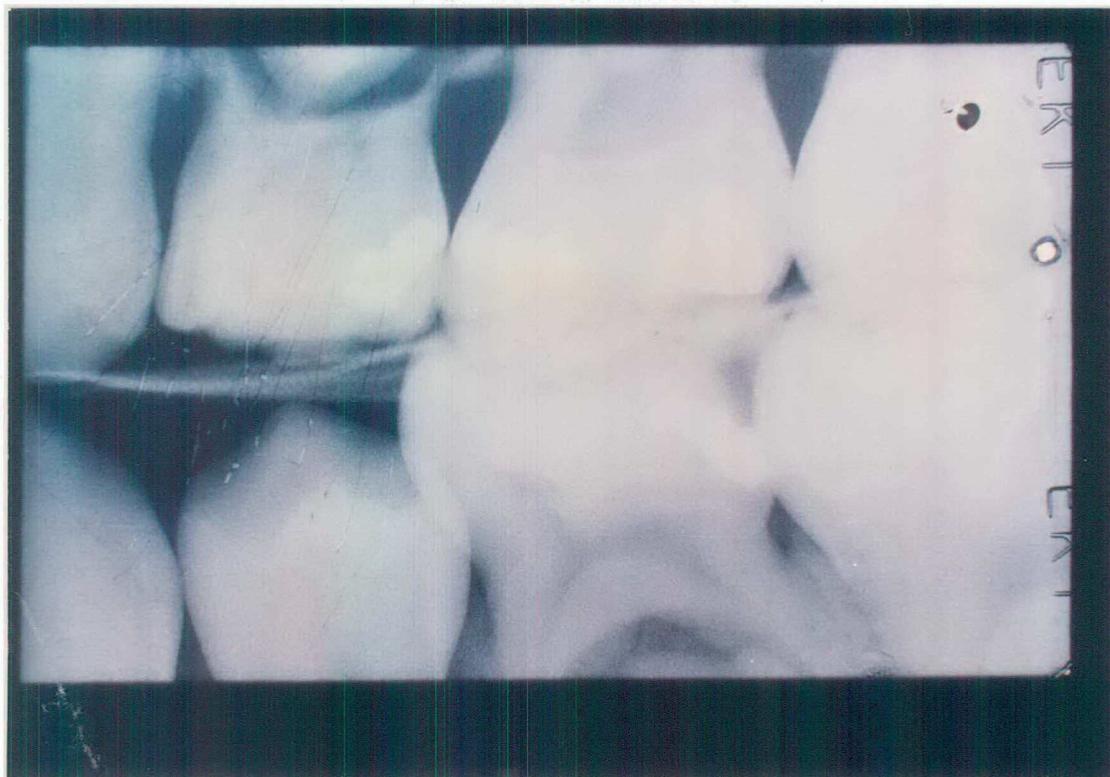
Radiografia onde se observa a restauração da figura 12 (D-64) aos 12 meses. Percebe-se o avançado estado de rizólise do dente em questão.
